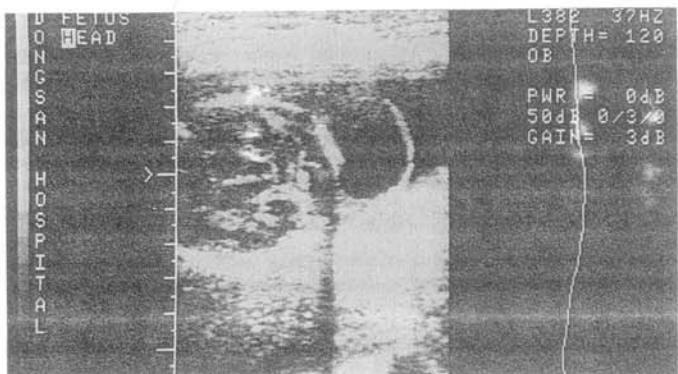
Ultrasonography of cystic hygroma showing septated huge cyst on posterior of fetal neck.
